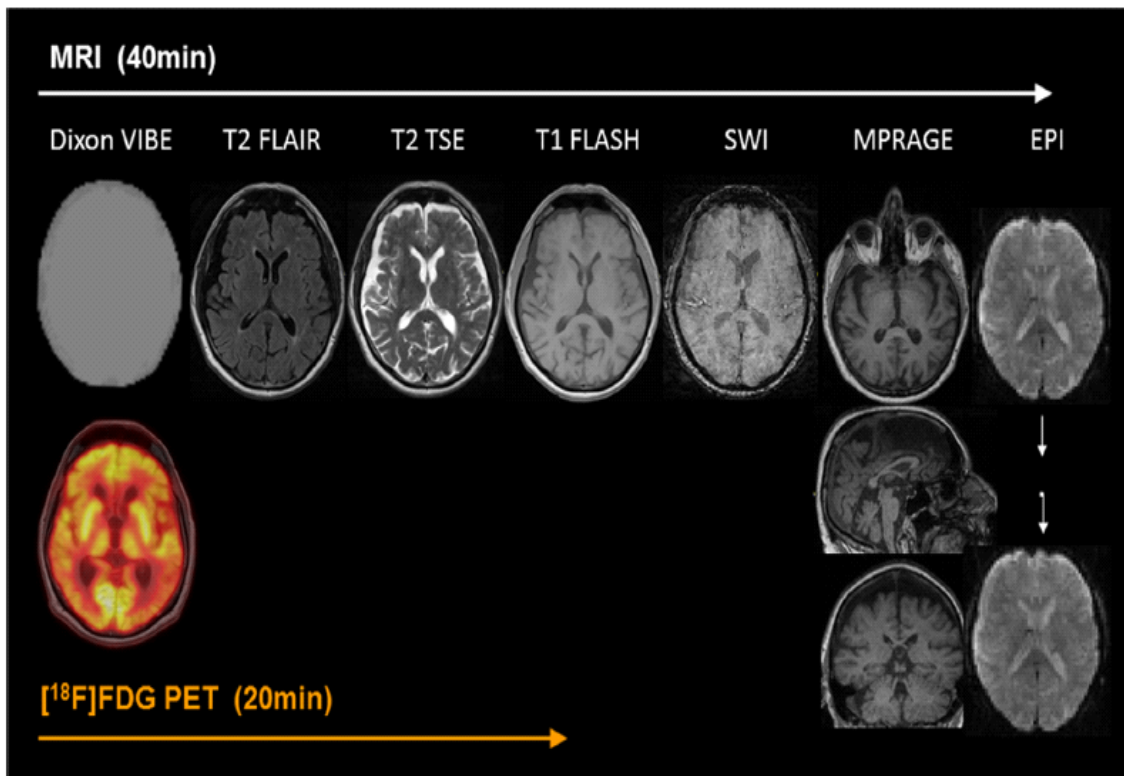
⁽²⁸⁾: esempio di ricostruzione di immagini PET/RM in un paziente con demenza. Dopo 40 minuti la somministrazione del tracciante, sono acquisite sequenze di RM e PET simultaneamente. Da sinistra a destra: estrazione volumetrica Dixon VIBE acquisita per correzione dell'attenuazione PET; sequenza per attenuazione dei liquidi (T2 FLAIR); T2 turbo spin echo (T2 TSE); sequenza T1; susceptibility-weighted imaging (SWI); magnetization prepared rapid gradient echo (MPRAGE); echo planar imaging (EPI); ¹⁸F]FDG PET.
